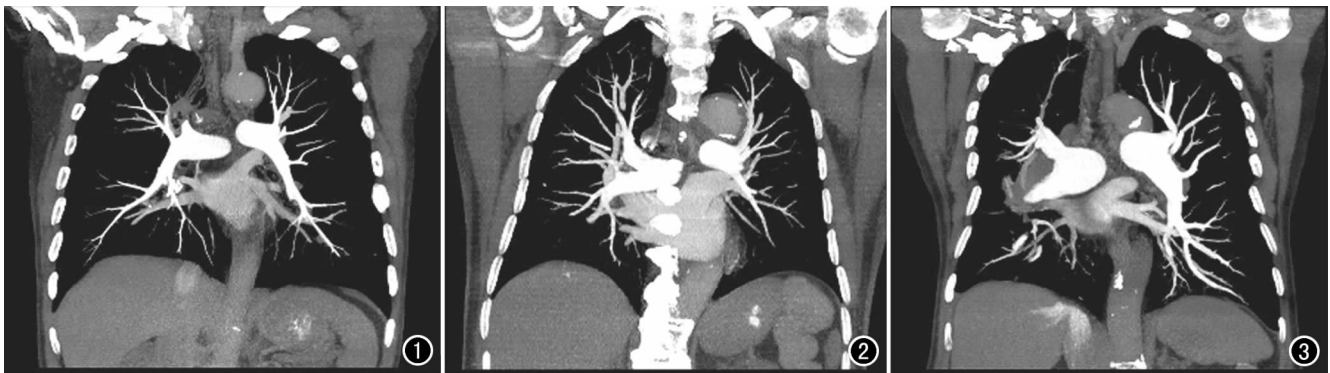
3.0 mL/s 组 MIP 重建图像,患者 BMI=24.22 kg/m²,肺动脉平均 CT 值 394.4 HU,主观图像质量评分 5 分。
